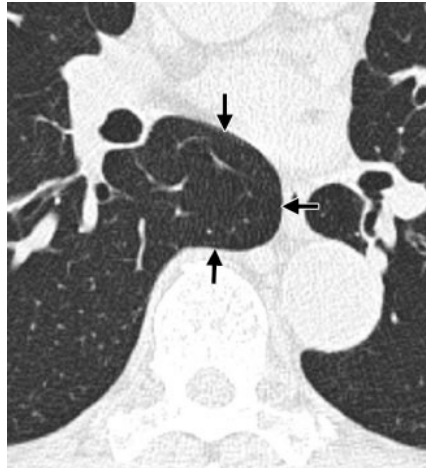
Corte transversal de TAC donde muestra el receso acigo esofágico.
